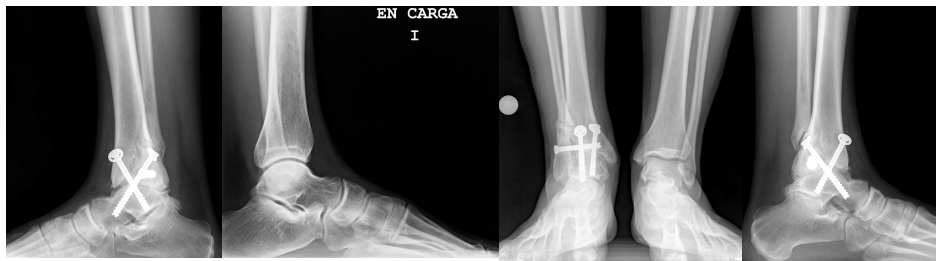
Radiografía ántero-posterior y lateral en carga del tobillo sano y artrodesado
